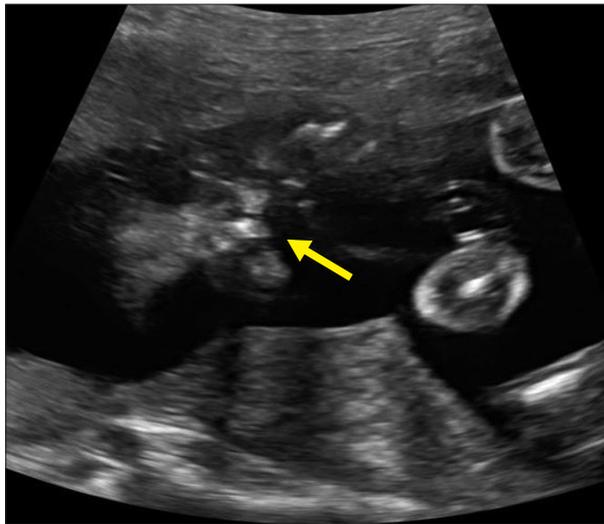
Bilateral cleft lip and palate diagnosed in prenatal ultrasonography.
